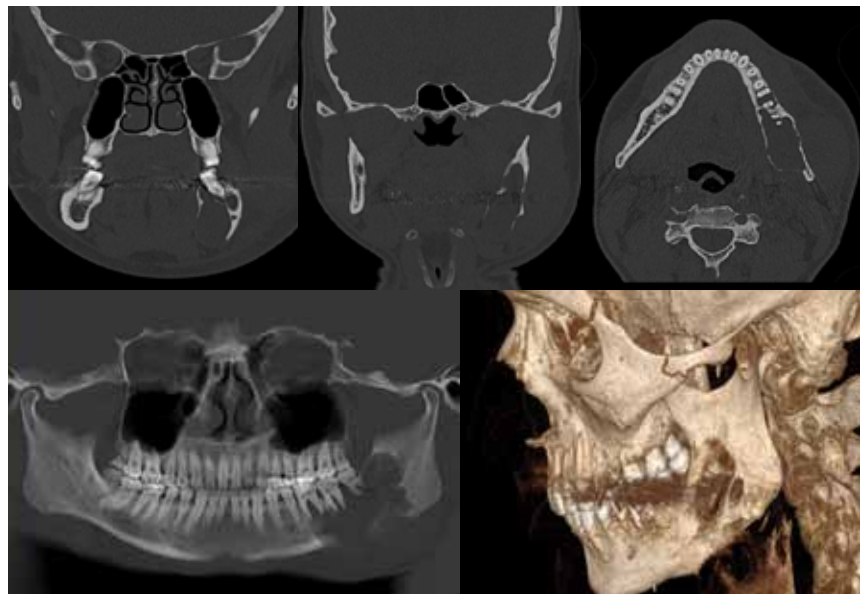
Cone Beam CT de la lesión inicial en distintos planos y reconstrucción panorámica y tridimensional.
